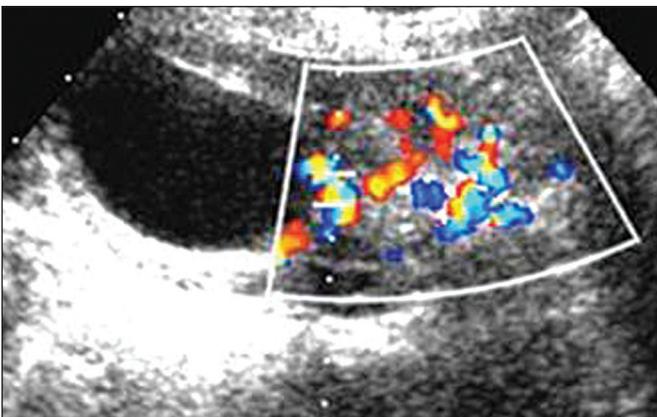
УЗИ в режиме ЦДК мальчика Д., 12 лет; чашечковый дивертикул нижнего полюса правой почки до оперативного лечения.
